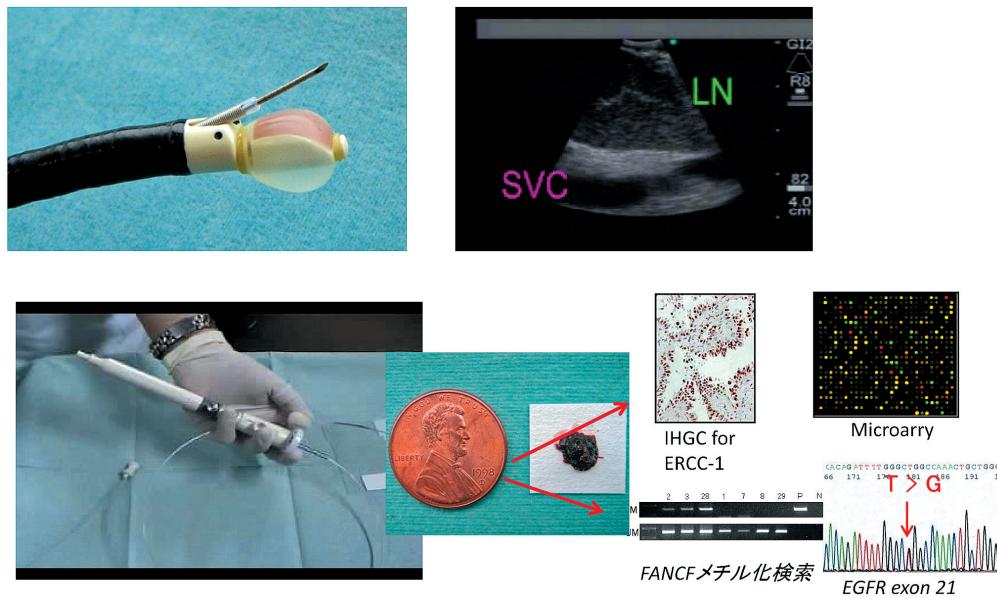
超音波気管支鏡下生検(EBUS-TBNA)
